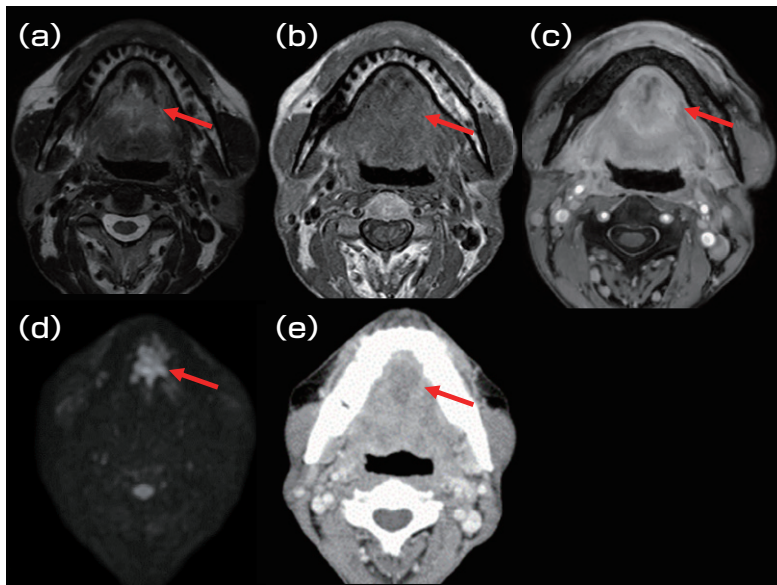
舌部のMRI (a) T2強調横断像 (b) T1強調横断像 (c) 造影T1強調横断像 (d) 拡散強調像 (e) 造影CT
